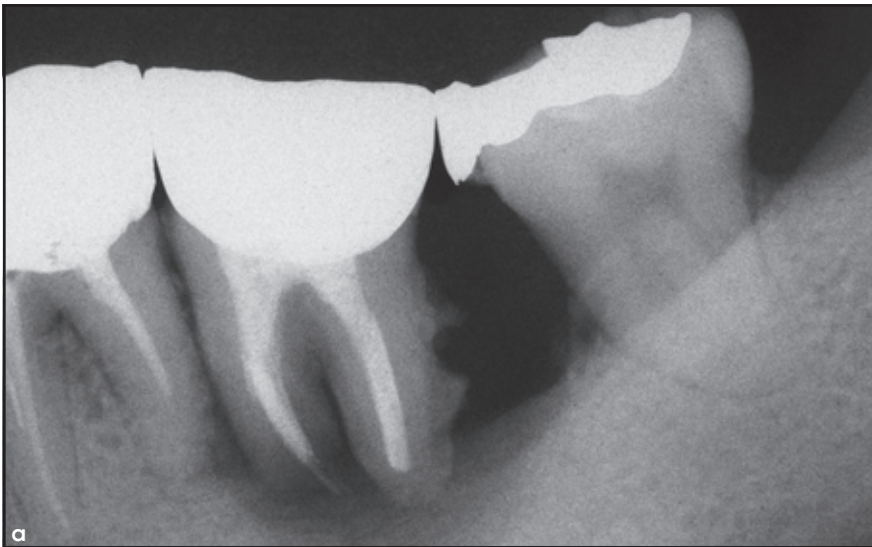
und 1b Röntgenaufnahmen (a) des unteren linken zweiten Molars bei Patient 1 und (b) des unteren rechten zentralen Schneidezahns bei Patientin 2 mit jeweils ausgeprägtem parodontalem Knochenverlust.
